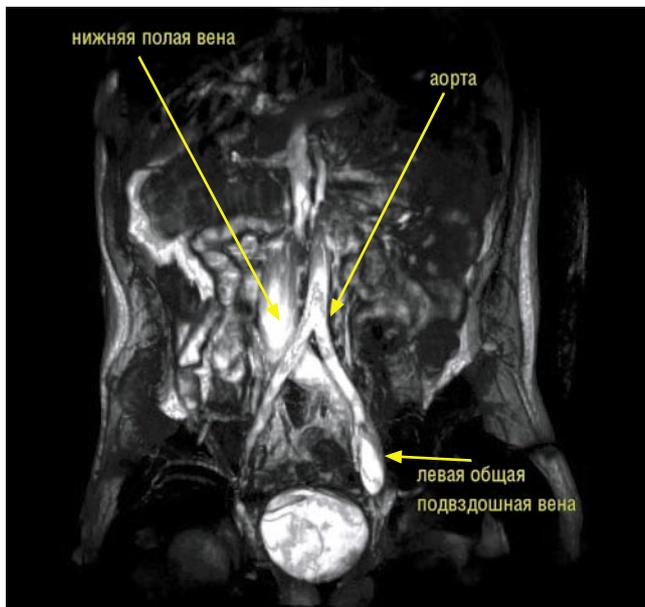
Окклюзия правой общей подвздошной вены. На МР-томограмме (3D реконструкция) отчетливо визуализируются НПВ, левая общая подвздошная вена. Правая общая подвздошная вена окклюзирована, не визуализируется
